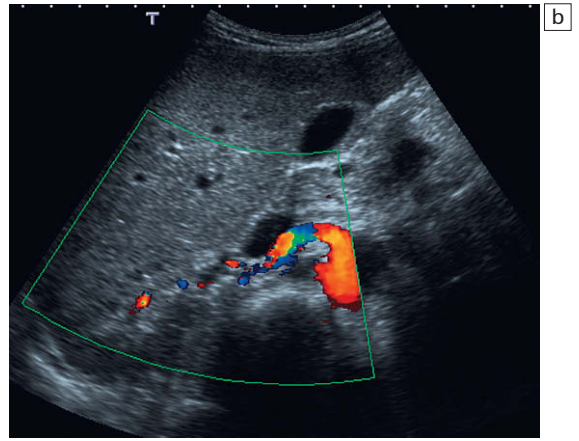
a) Se demuestra el origen anterior de la arteria renal derecha. b) Un acceso anterior inmediatamente a la derecha de la línea media permite registrar la señal Doppler dentro del ostium de la arteria. c) Registro de señal Doppler de la arteria renal a medida que discurre posterior a la vena cava inferior.
